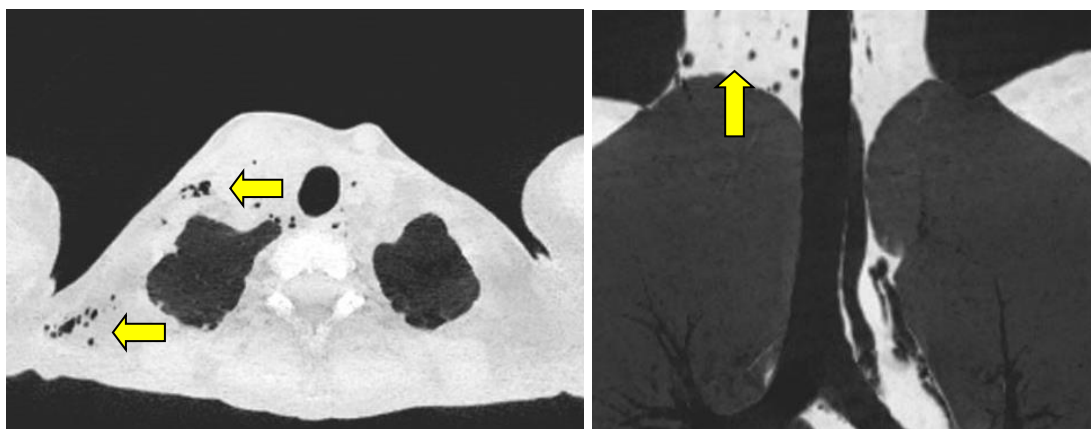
Результаты компьютерной томографии легких (желтыми стрелками указаны скопления газа)
